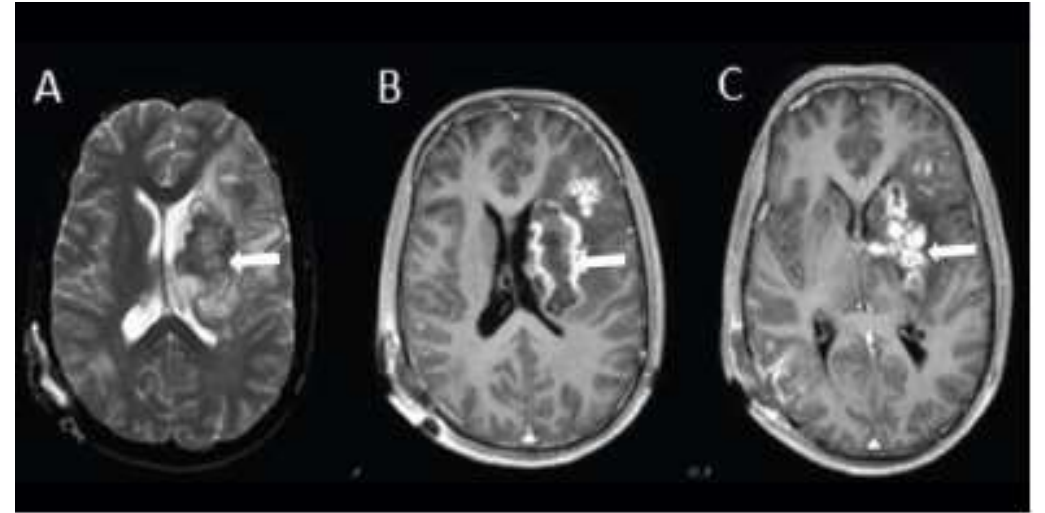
A. Brain MRI showing T2-weighted images large hypointense lesion causing a minimal mass effect, accompanied by significant peripheral edema. B–C. Solid components are hyperintense after contrast enhancement (arrows).
